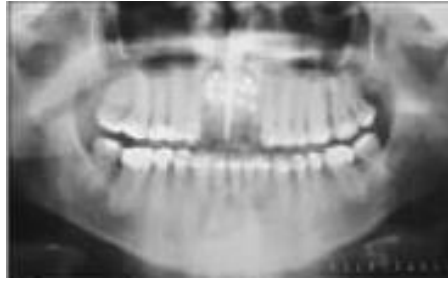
Radiografía panorámica correspondiente al postoperatorio inmediato.²⁵
